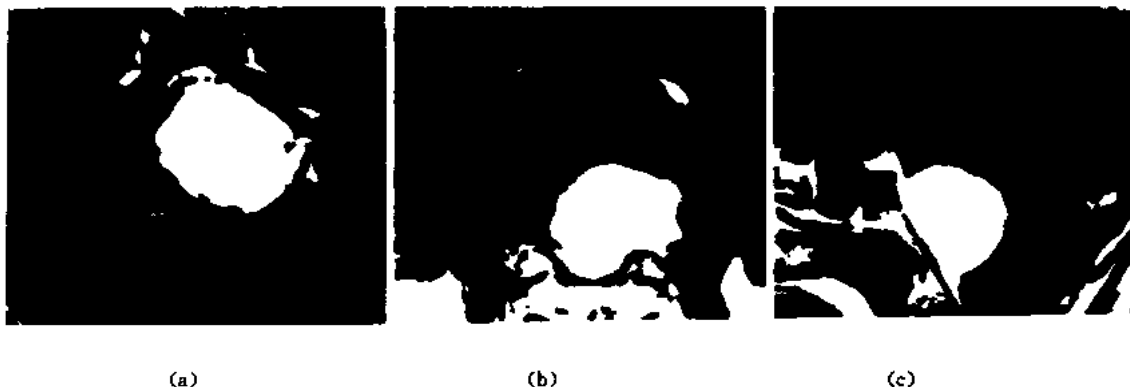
右侧岩斜坡脑膜瘤 MRI 检查
